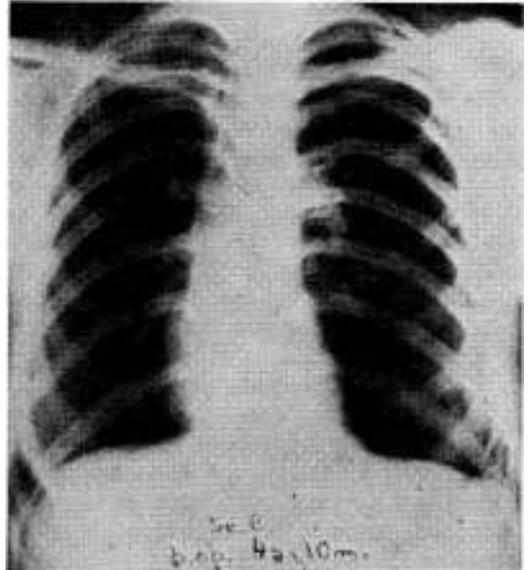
Caso II: Postoperatorio cuatro años y diez meses. Asintomática, exploración funcional pulmonar normal. Excepto leves secuelas óseas postoperatorias en 5ª y 6ª costillas (regeneración perióstica), la radiografía de tórax es normal.
